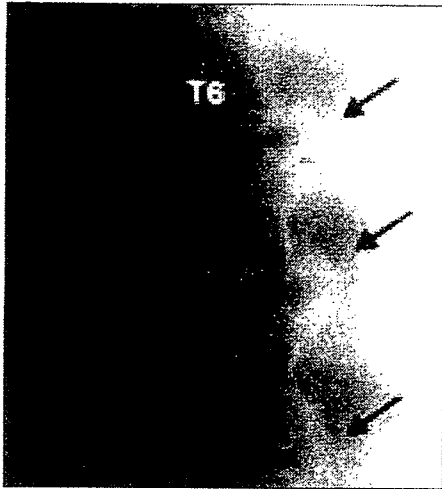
OPLL (arrows) was found at levels T6 to T9 on tomography
